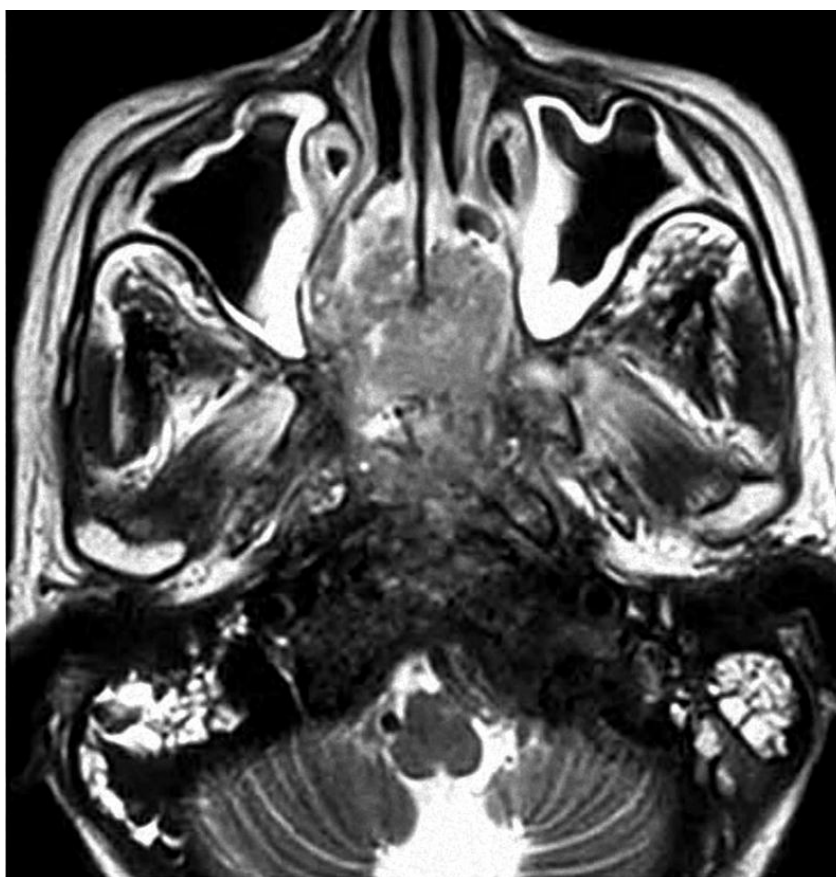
IRM, coupe axiale en SE T2. Volumineuse tumeur du nasopharynx avec une extension antérieure aux deux fosses nasales [47]
